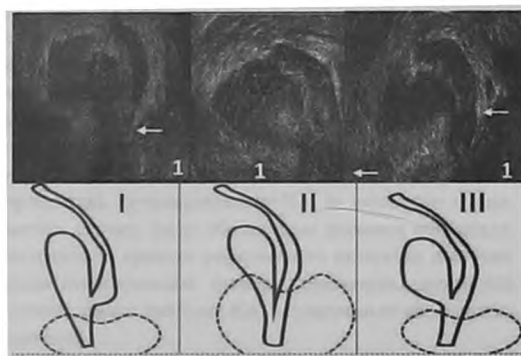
Различные анатомические типы слияния СП и ампулы СВП. 3Д ТРУЗИ. Фронтальная проекция. 1-ый тип. Экстрапростатическое впадение ампулы СВП в СП, образующийся при этом семявыбрасывающий проток является продолжением выделительного протока СП. Зигзагообразную форма СП. 2-ой тип. Интрапростатическое слияние выделительного протока СП и ампулы СВП под острым углом, образующийся при этом семявыбрасывающий проток в равной степени является продолжением СП и СВП. 3-ий тип. Экстрапростатическое впадение СП в ампулу СВП, образующийся при этом семявыбрасывающий проток является продолжением ампулы СВП. 1 – основание простаты, стрелка – зона слияния ампулы СВП и выделительного протока СП
